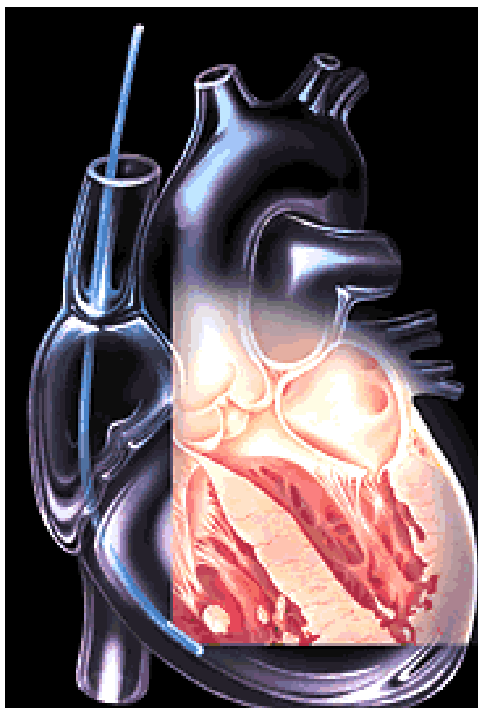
Intravaskuläre Ultraschallsonde u.a. mit zweidimensionalem Schnittbild und Farbdoppler. Die Sonde wird über eine 10 F Schleuse über die V. jugularis oder V. femoralis eingeführt und liefert hochauflösende intrakardiale Bilder.
